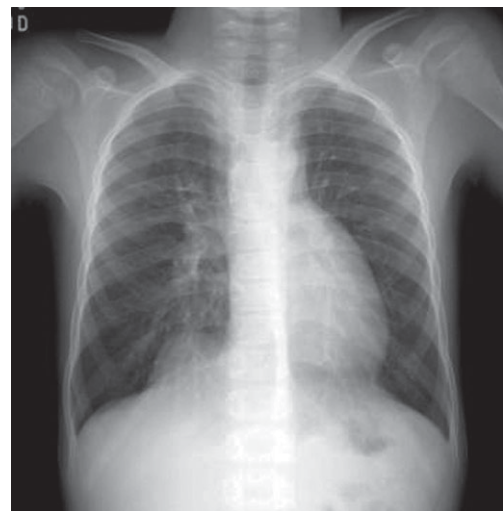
Radiografia de tórax demonstrando o posicionamento do coração com ausência de imagem sugestiva de átrio à direita
